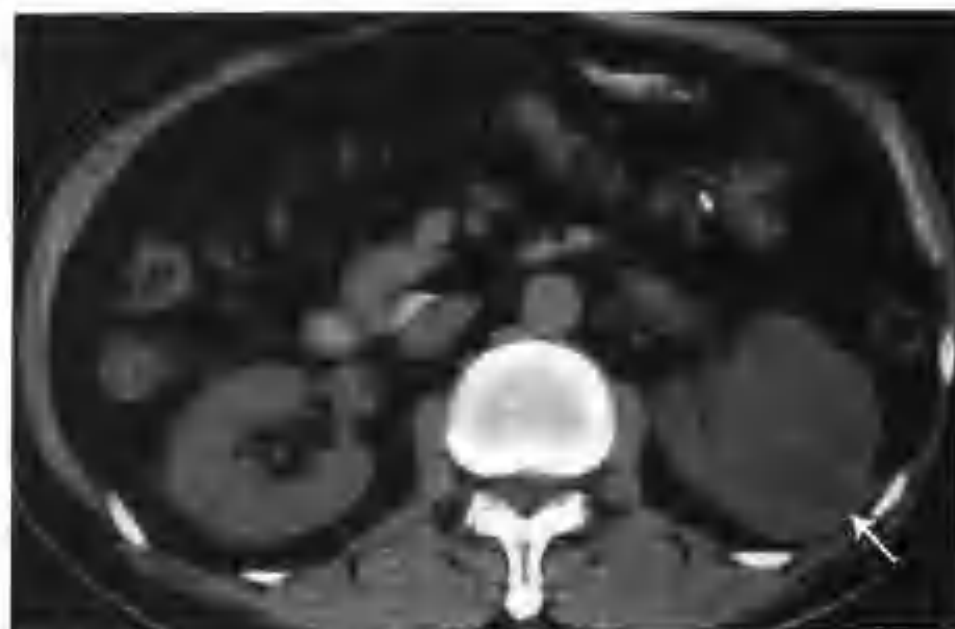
左肾透明细胞癌（CT平扫示左肾有一个5.0cm×6.0cm×6.5cm的多房状占位性病变，平扫呈等低混杂密度（箭头））
